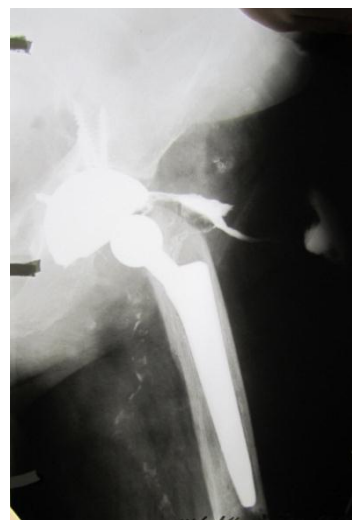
Рентгенограмма тазобедренного сустава больного С. при поступлении.
